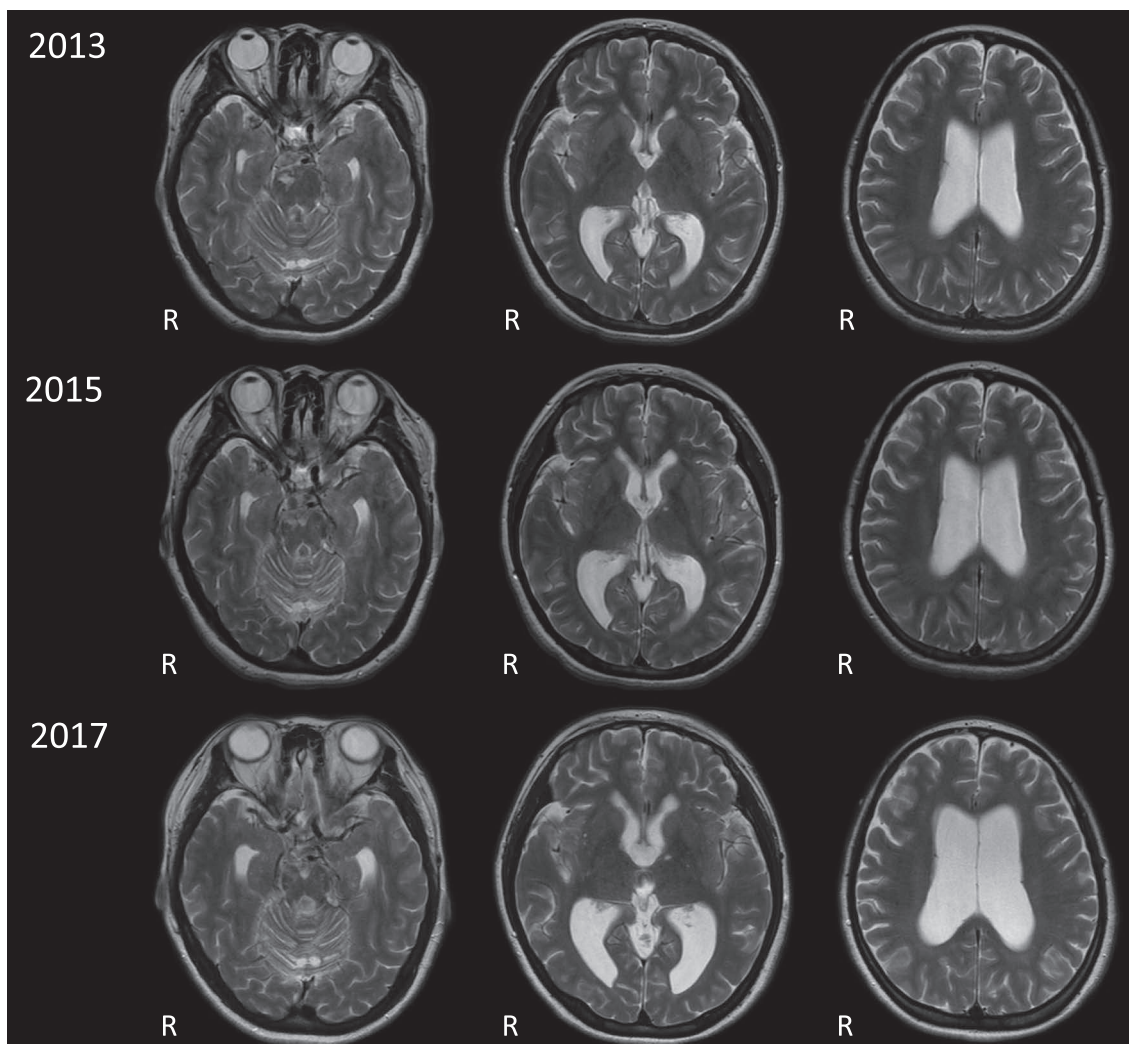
Clinical course on T₂-weighted images of brain MRI.
